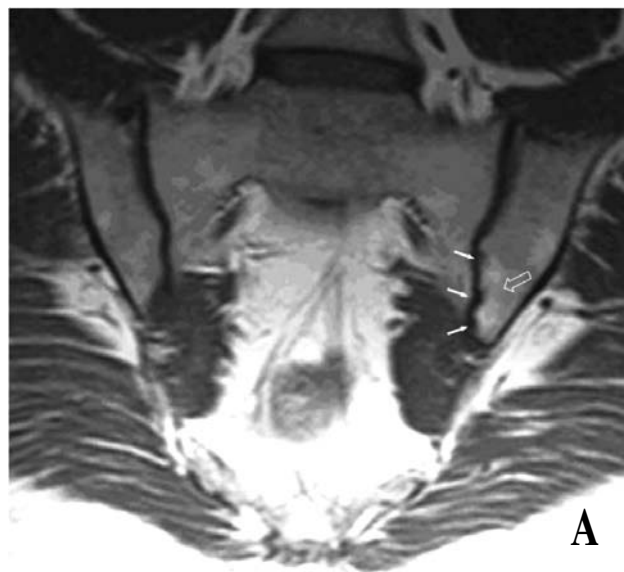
Пациент С., 33 года, диагноз – аксиальный спондилоартрит, длительность болей в спине 42 мес. МР-томограмма крестцово-подвздошных суставов в полукоронарной проекции в режиме T1:
